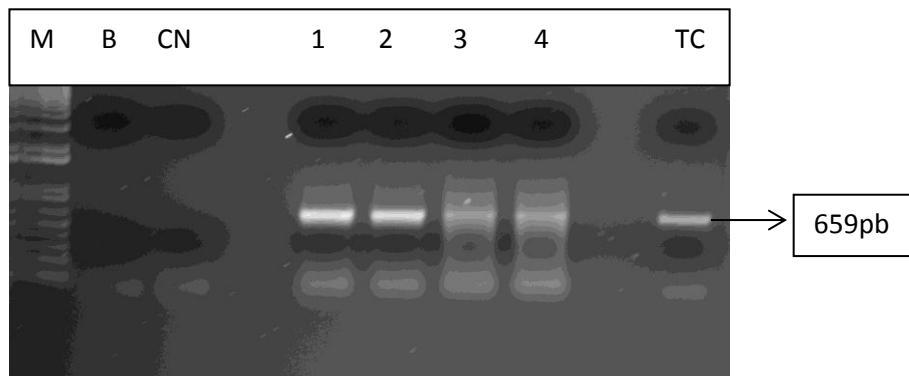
Amostras confirmadas por meio de PCR usando os *primers* GPI-L e GPI-R, específico para linhagens de *Trypanosoma cruzi*. M: marcador molecular; B: branco; CN: controle negativo; 1 a 4 amostras positivas de *Trypanosoma cruzi*; TC: Cultura de *Trypanosoma cruzi* da cepa Berenice.
